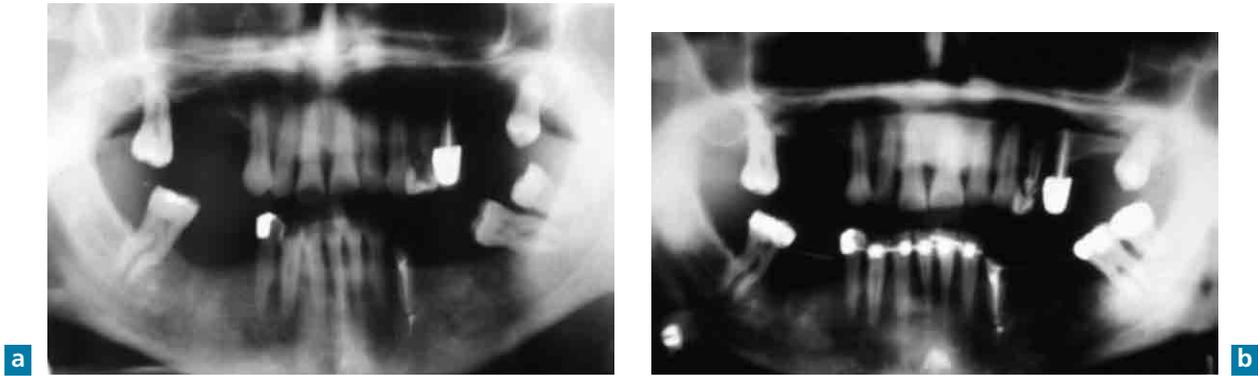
Radiographies panoramiques avant et après redressement orthodontique des 37 et 38.
